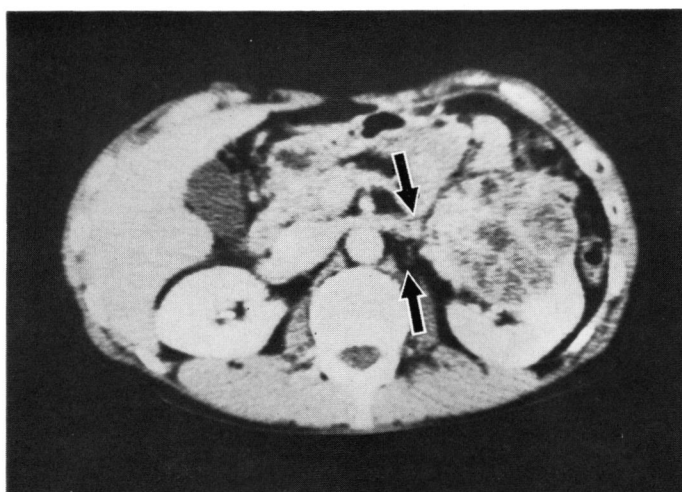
This CE-CT shows the lesion of left renal vein (stage III).
